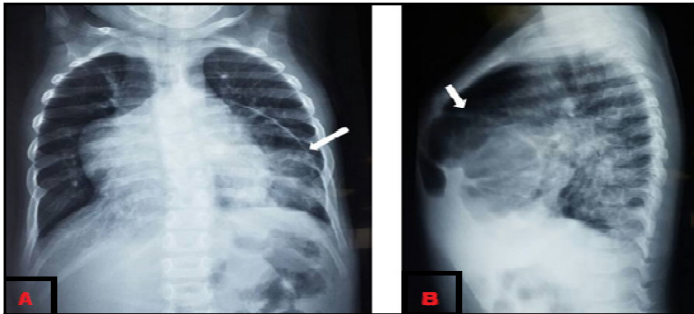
Radiografía anteroposterior (A) y lateral (B) de tórax, que muestra imagen compatible con eventración diafragmática izquierda (flechas).
